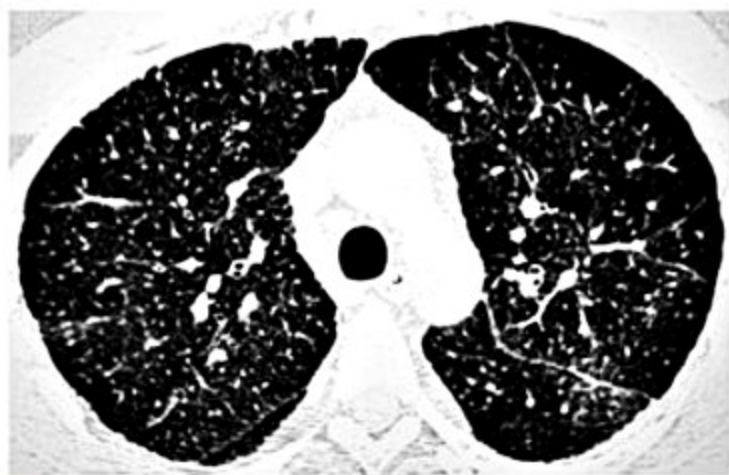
Sarcoidose: tomografia de alta resolução – espessamento septal e micronódulos alveolares, peribroncovasculares e justapleurais.
